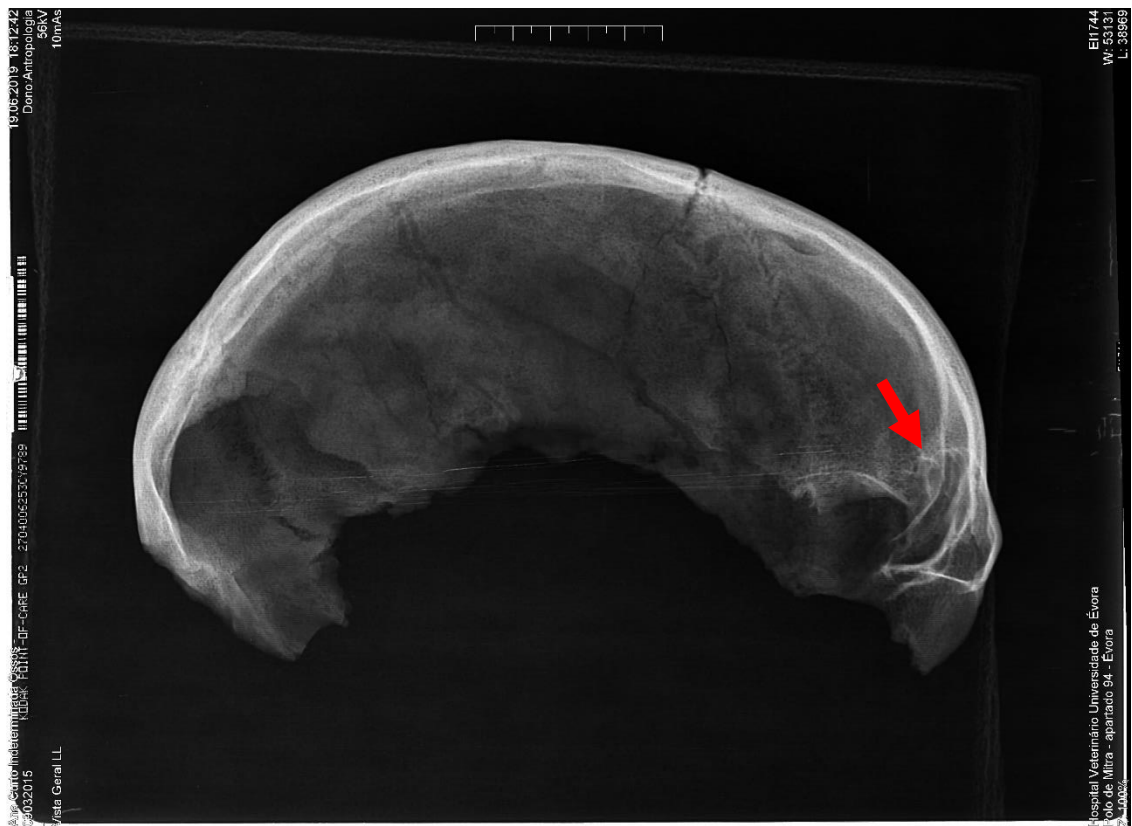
Radiografia tirada ao crânio do indivíduo 18.940 onde se observa, no parietal direito, uma linha de fratura e formação de calo ósseo derivado de trauma
